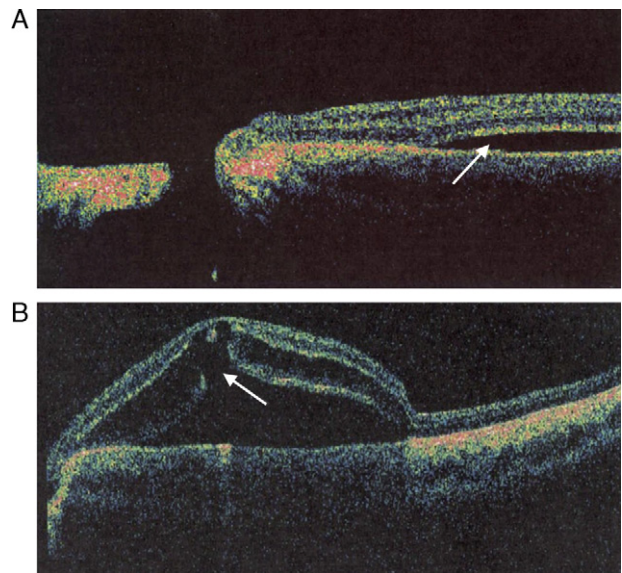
Tomografía de coherencia óptica. A) imagen mostrando la foseta del nervio óptico y la comunicación entre las capas internas de la retina y dicha foseta. El desprendimiento neurosensorial (flecha) no se comunica con el nervio óptico. B) imagen del desprendimiento seroso macular con agujero lamelar (flecha) en las capas externas de la retina.
